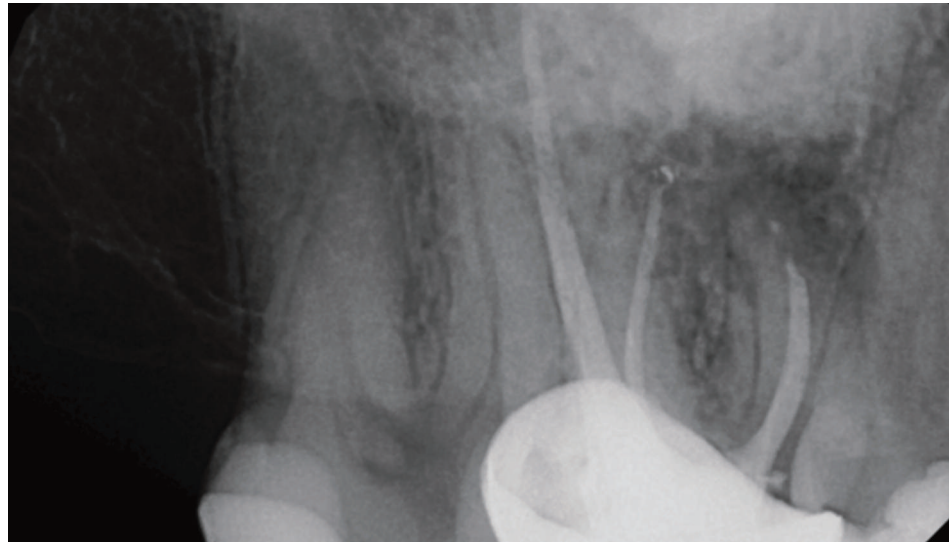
Radiografía periapical 16.
